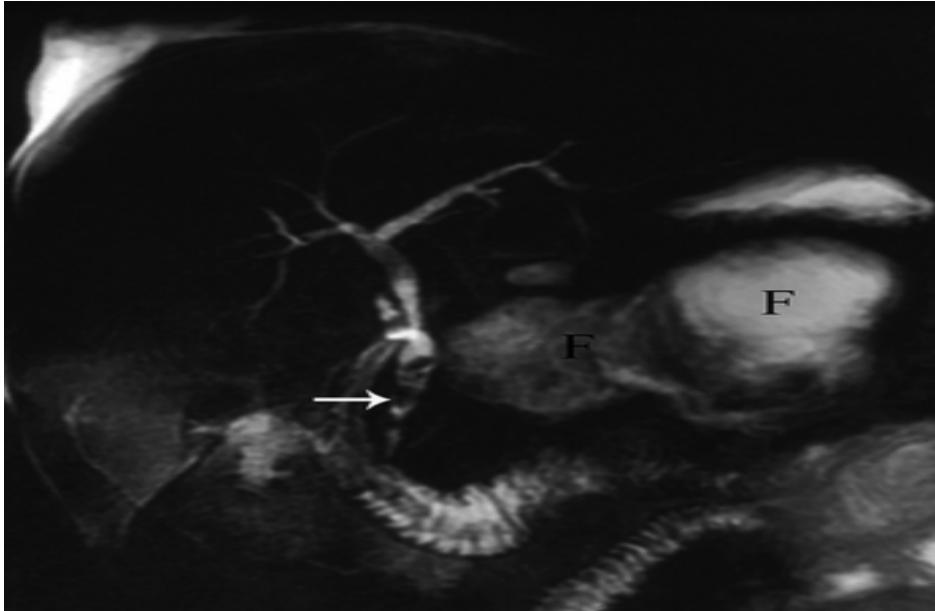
Pancréatite aiguë biliaire à l'IRM. Les images en séquence CWIRM révèlent de multiples calculs sans signal entourés par une bile hyperintense dans le canal cholédoque (flèche). Un large épanchement liquidien multiloculé (F) est également visible.
